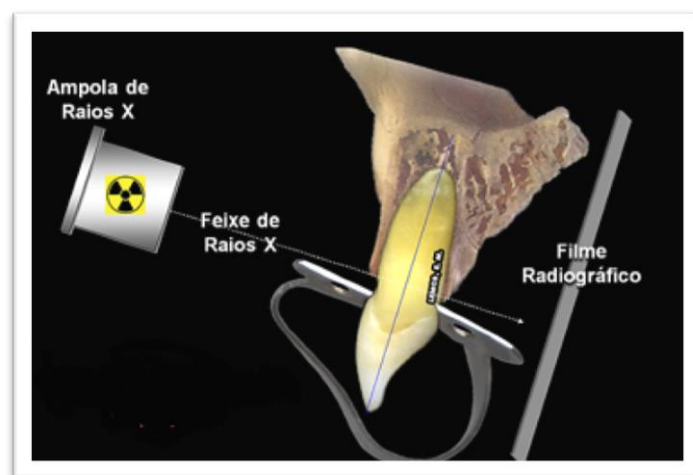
Exemplo de técnica de Rx periapical (Retirado de <http://endo-e.com/odontometria.htm>)
